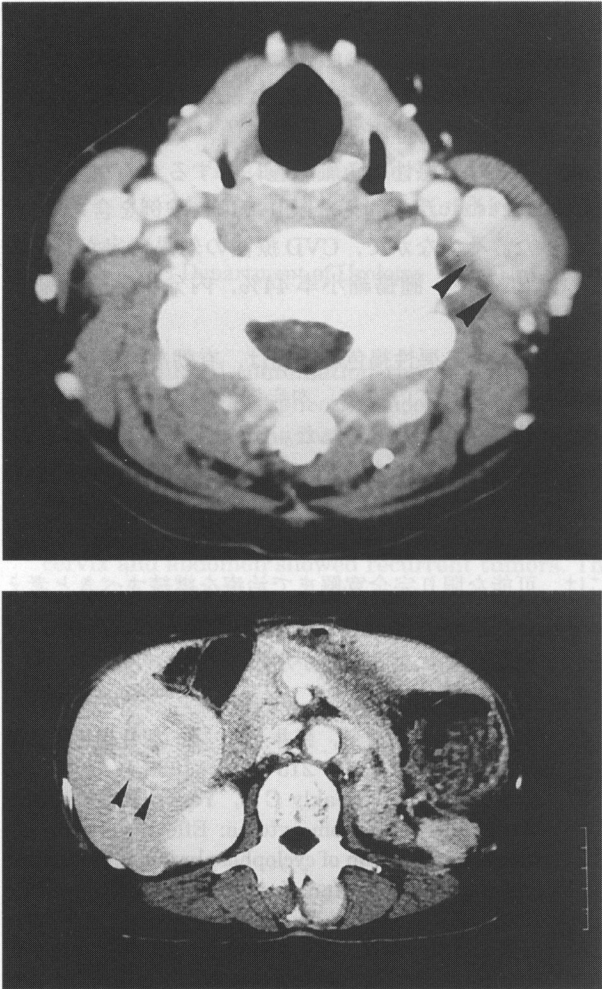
CT scans showing enhanced masses in the left cervix (top) and liver (bottom) before CVD chemotherapy.
